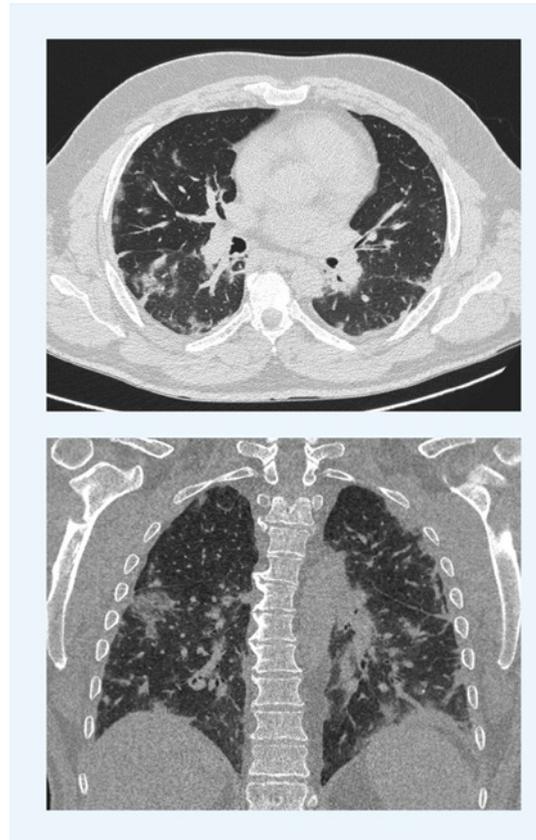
A-B - TC torace: diffusi addensamenti a vetro smerigliato sparsi a entrambi i polmoni (A, sezione assiale; B, sezione sagittale).
